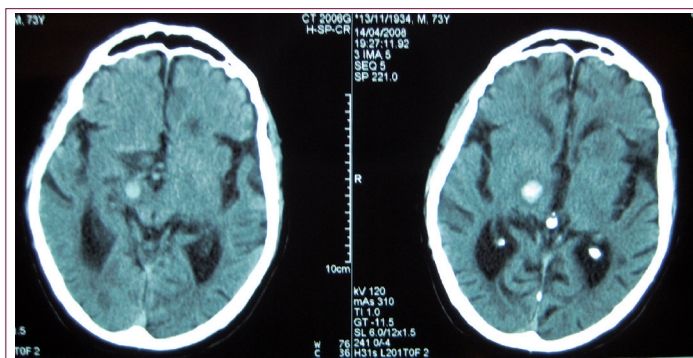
TAC cerebral convencional tras el ictus en el que se aprecia imagen hiperdensa nodular afectando a núcleo talámico, subtálamo y hemimesencéfalo derecho, compatible con pequeña hemorragia profunda.
